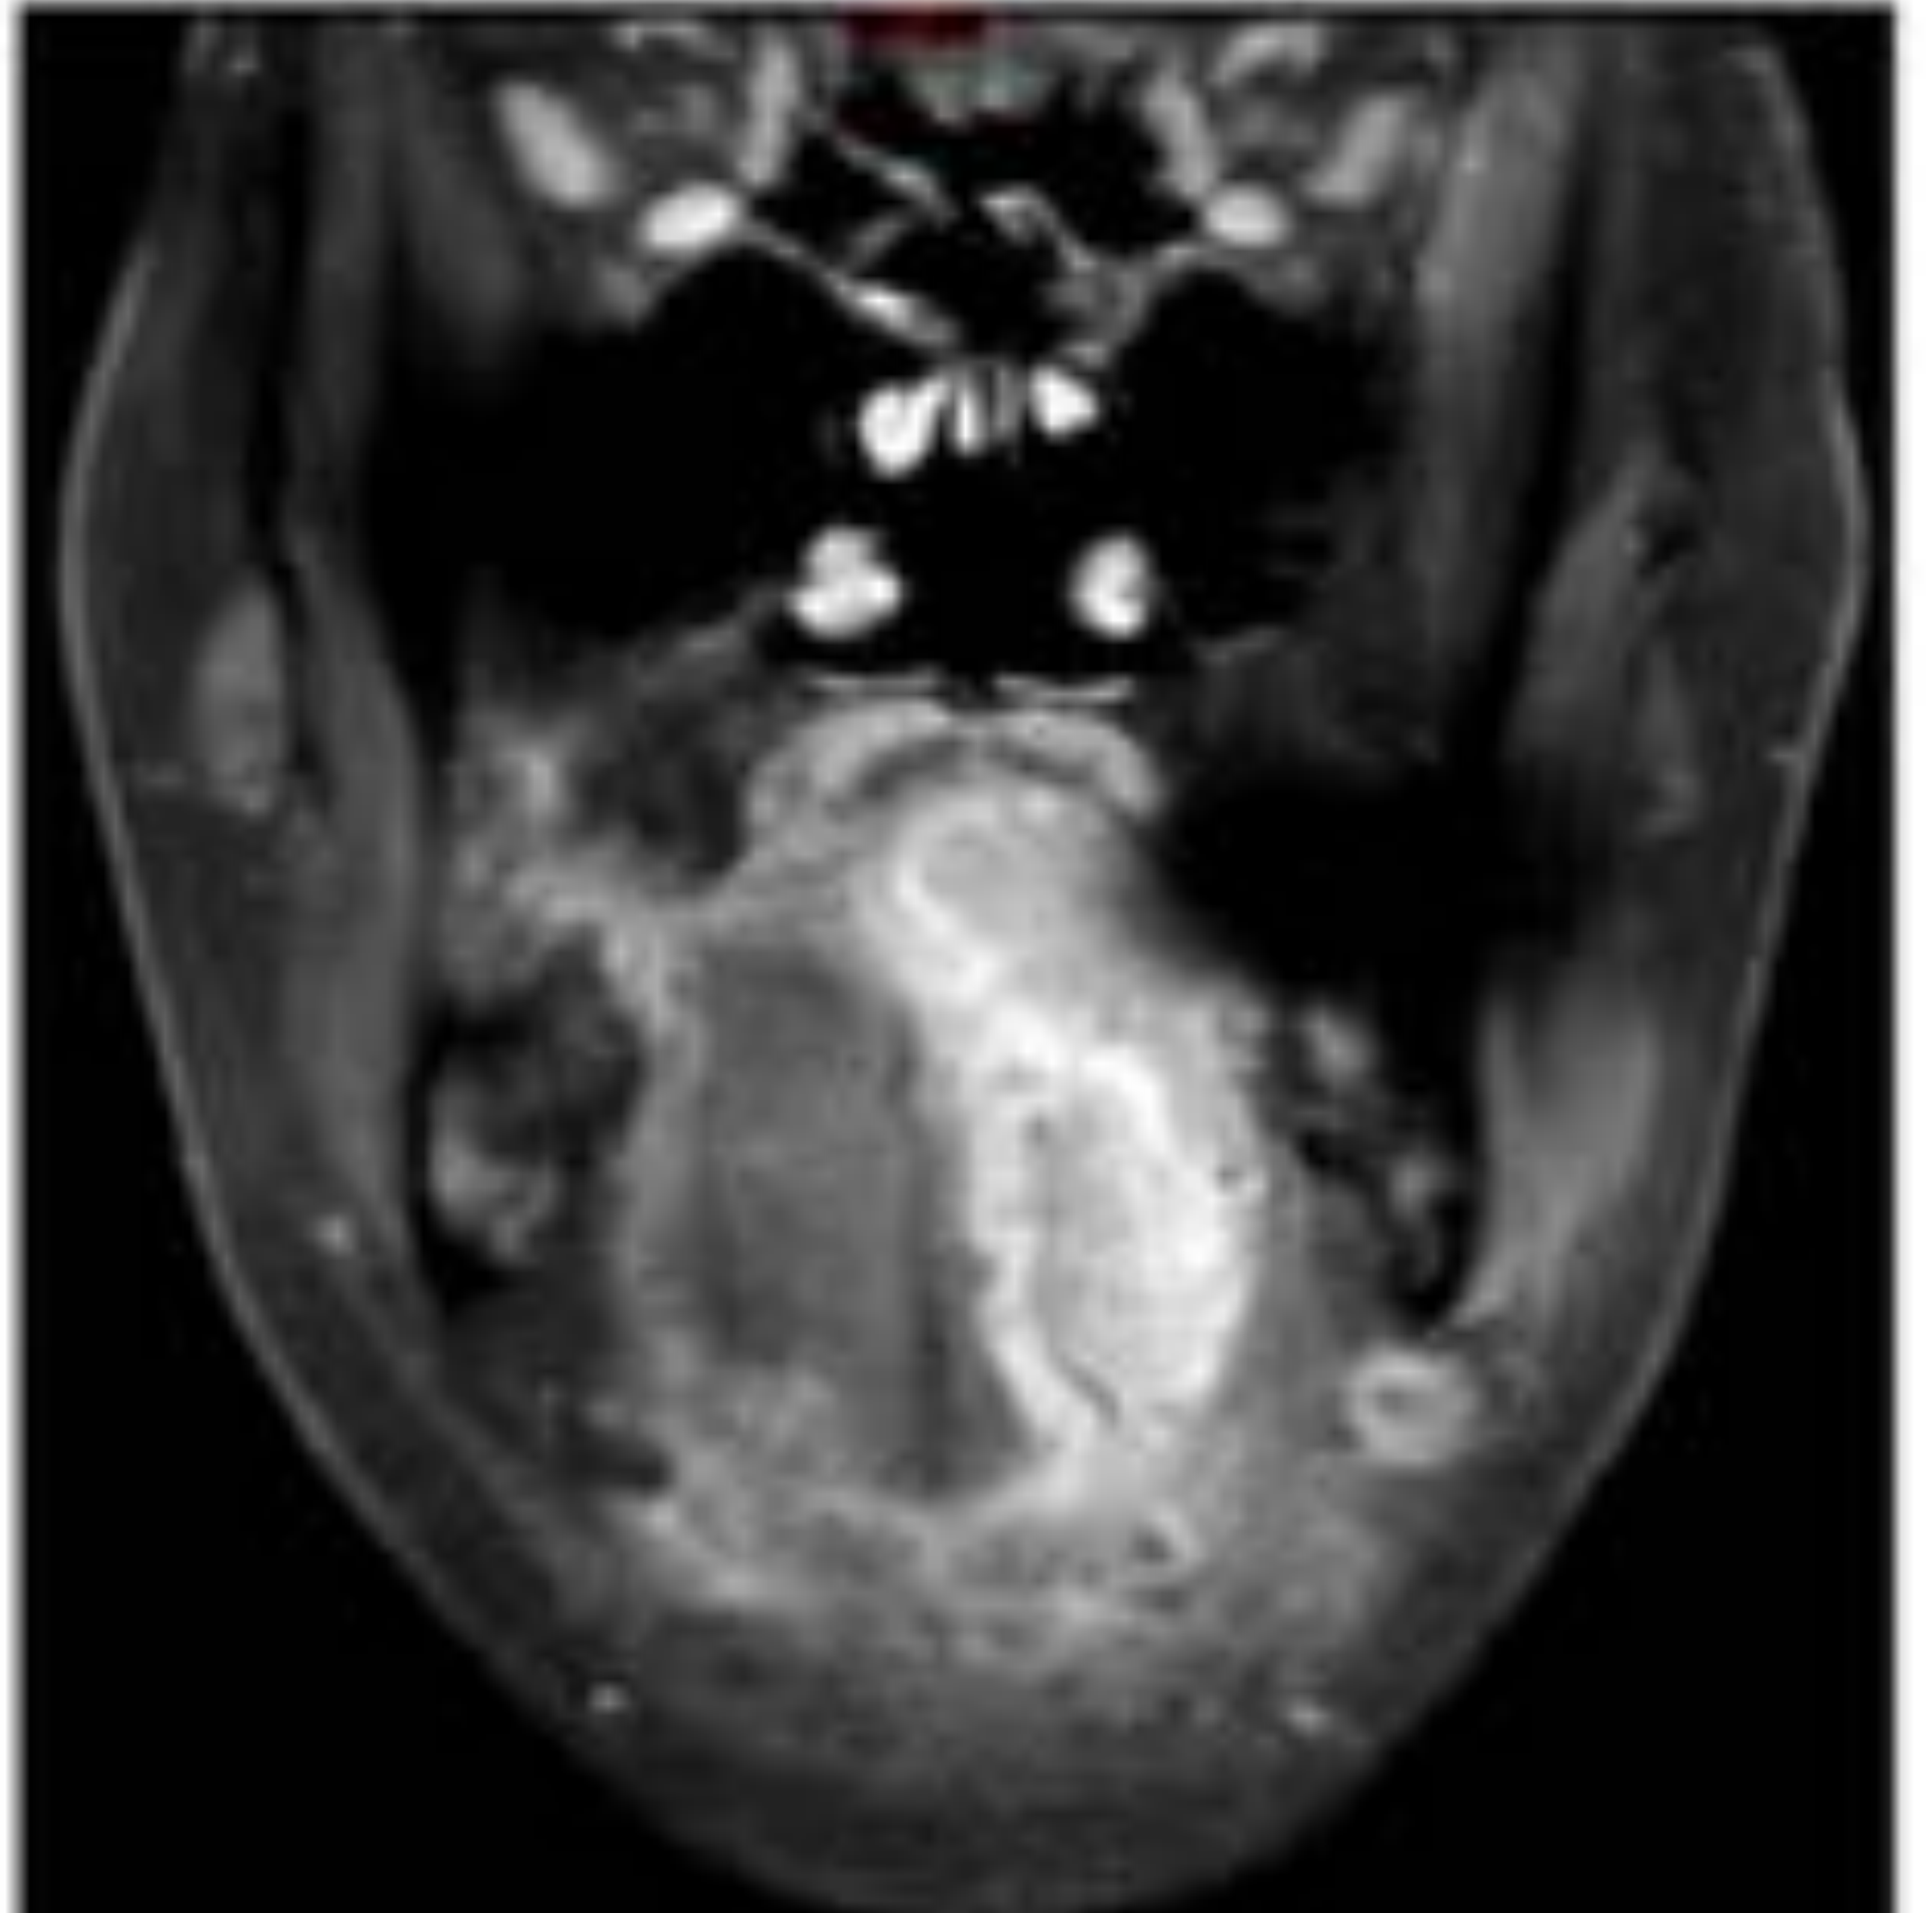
RM Coronal STIR y axial y coronal T1 con contraste y supresión grasa que muestra una lesión en el borde de la hemilengua izquierda. El tamaño máximo del tumor es de 5.3 cm. Tanto en la 7ª Edición del TNM de Tumores de Cabeza y Cuello como en la 8ª, corresponde a T3. Además se observa una adenopatía submandibular izquierda hipercaptante, con infiltración de la grasa adyacente, sugestiva de extensión extranodal, en la 8ª Edición se clasifica como N3b. Fuente: HUSC
